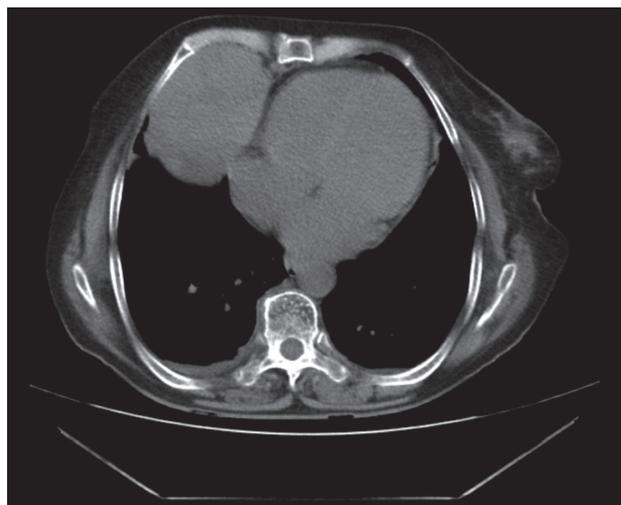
TAC de tumor en hemitórax derecho, de bordes bien delimitados, aspecto ovoide, densidad homogénea con relación estrecha con la pleura y el pulmón.
